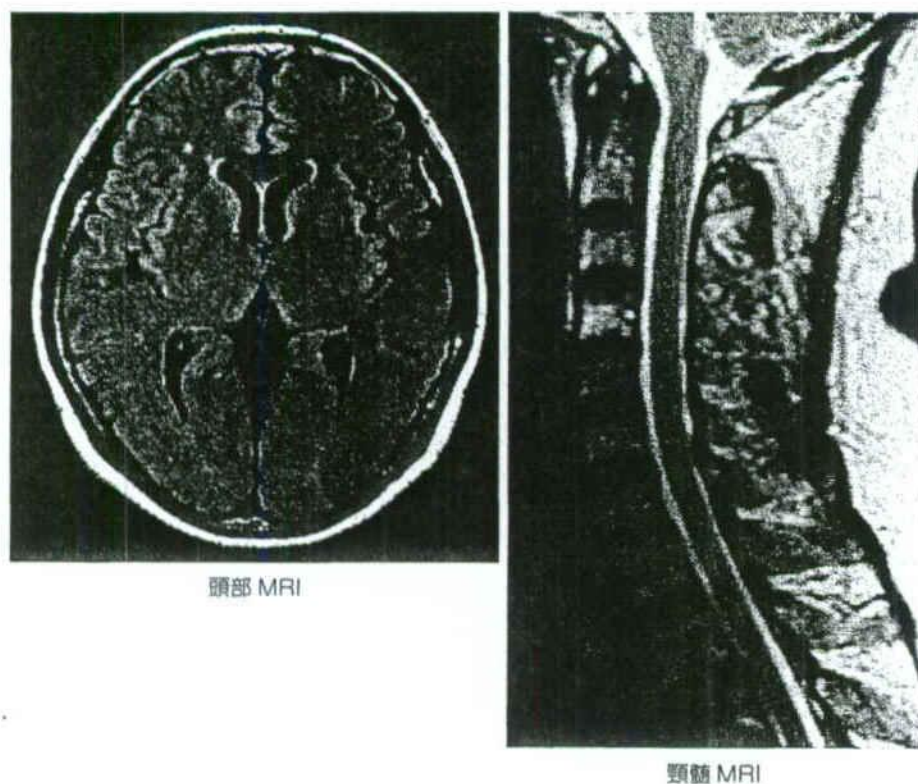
頭部MRI (FLAIR像) および頸椎MRI (T2強調画像)
